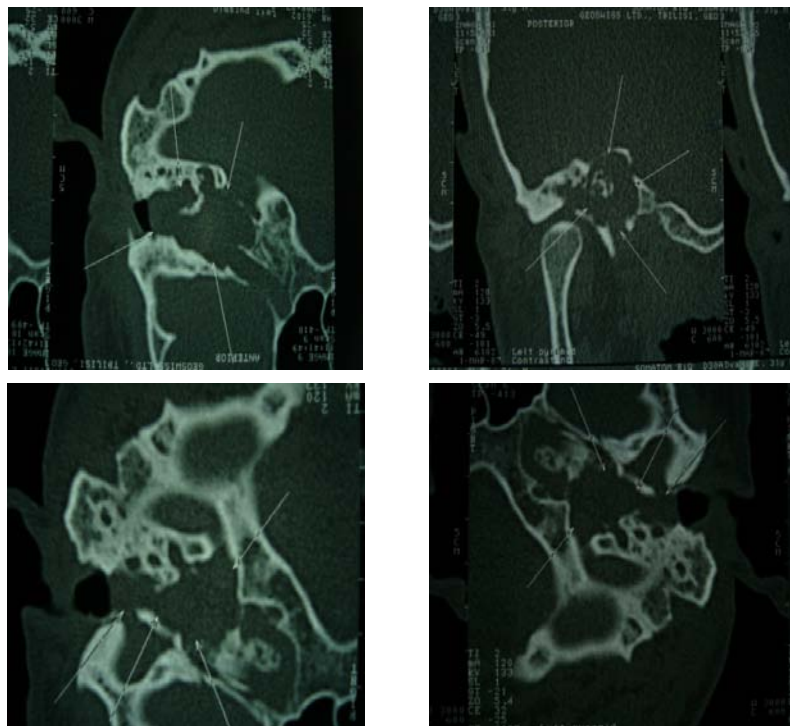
Коронарные и аксиальные КТ снимки до операции; отмечается полное разрушение пирамидальной кости холестеатомной опухолью вплоть до внутреннего слухового прохода
